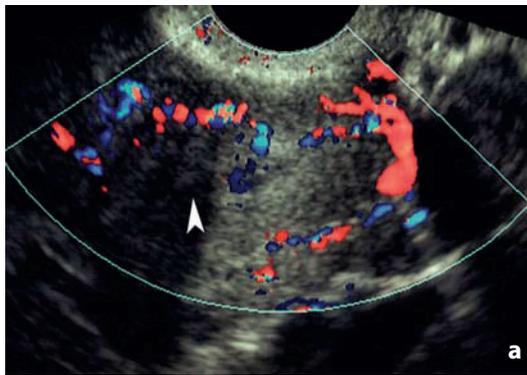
Ecografia transvaginale. Eco-color-Doppler. Donna in età fertile, fase proliferativa del ciclo mestruale. Normale vascolarizzazione del fondo uterino (a, scansione assiale), del corpo (b, scansione longitudinale) e della cervice (c, longitudinale). La punta di freccia indica la cavità uterina
